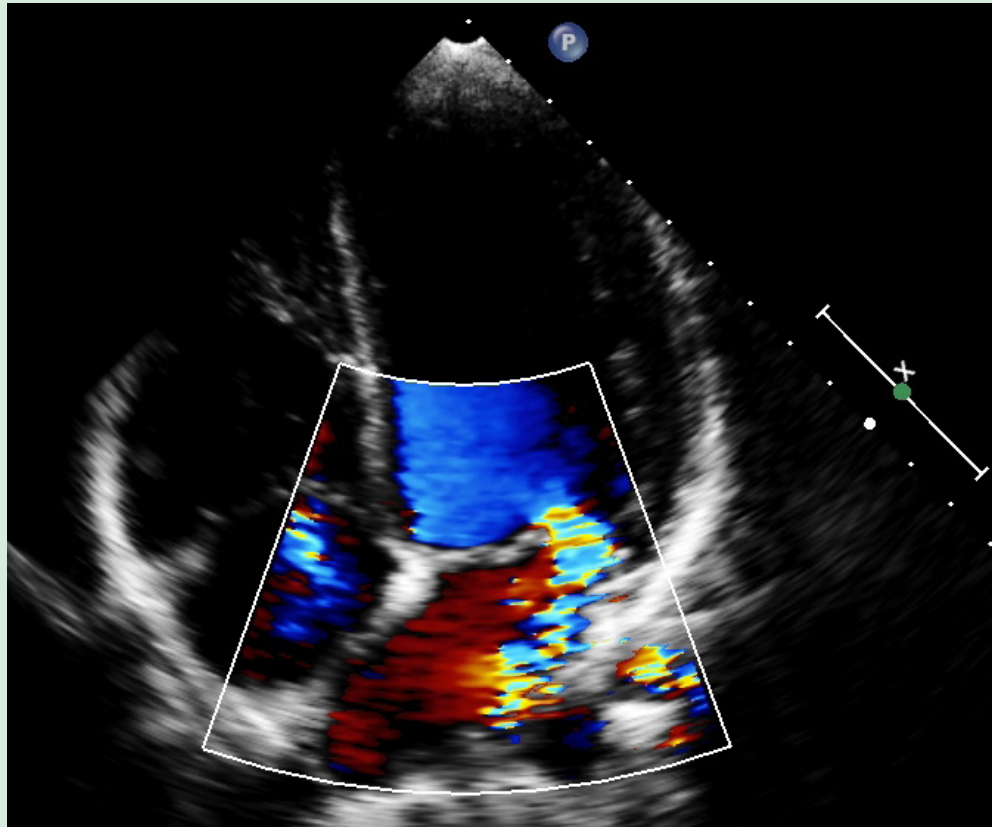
RM: Regurgitação Mitral, RT: Regurgitação Tricúspide, VE:Ventrículo Esquerdo, VD: Ventrículo Direito.
